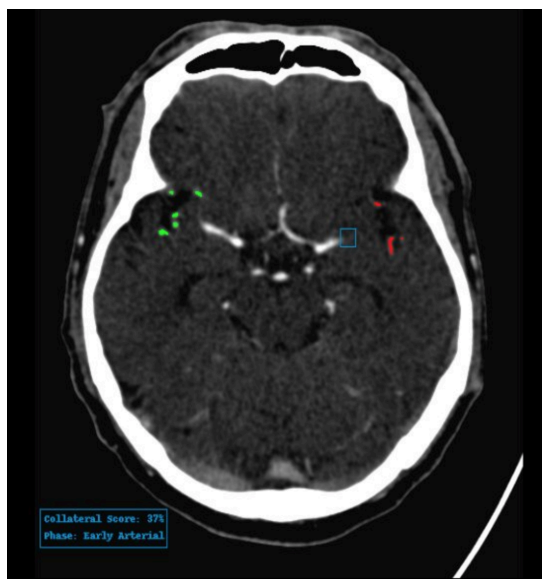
Esempio di output di StrokeViewer Collaterals come sovrapposizione nell'angio TAC (in questo esempio viene presentata una fetta). Il flusso collaterale dell'emisfero interessato è rappresentato in rosso, mentre il flusso collaterale dell'emisfero non interessato è rappresentato in verde. L'occlusione rilevata è evidenziata con un riquadro di delimitazione blu.
